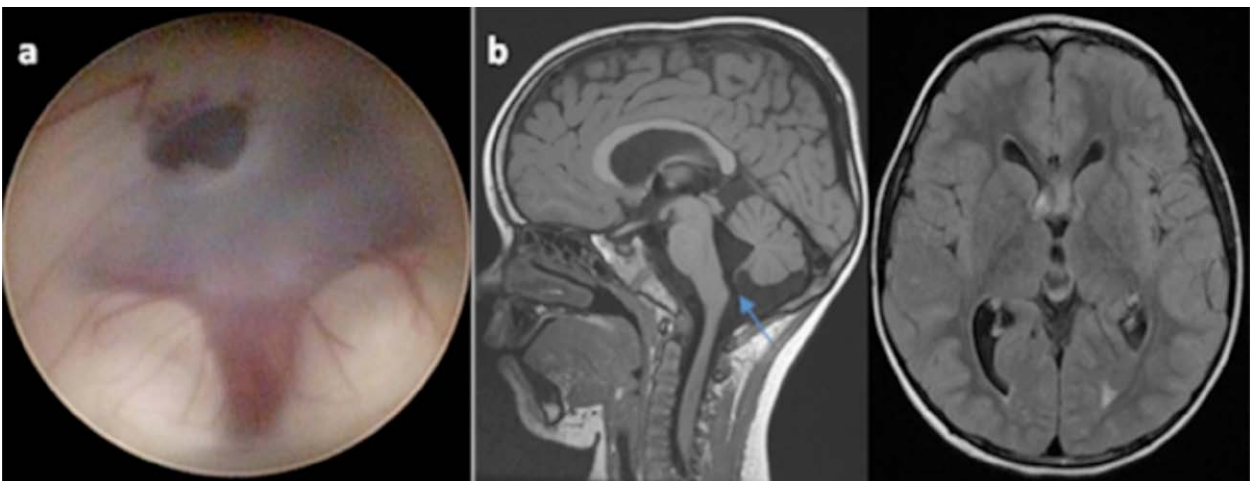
a) Imagen del estoma de la ventriculostomía endoscópica premamilar, donde se aprecian los dos cuerpos mamilares y la ventriculostomía realizada. b) En las resonancias magnéticas cerebrales de control tras la ventriculostomía se aprecia una disminución del tamaño del sistema ventricular.
